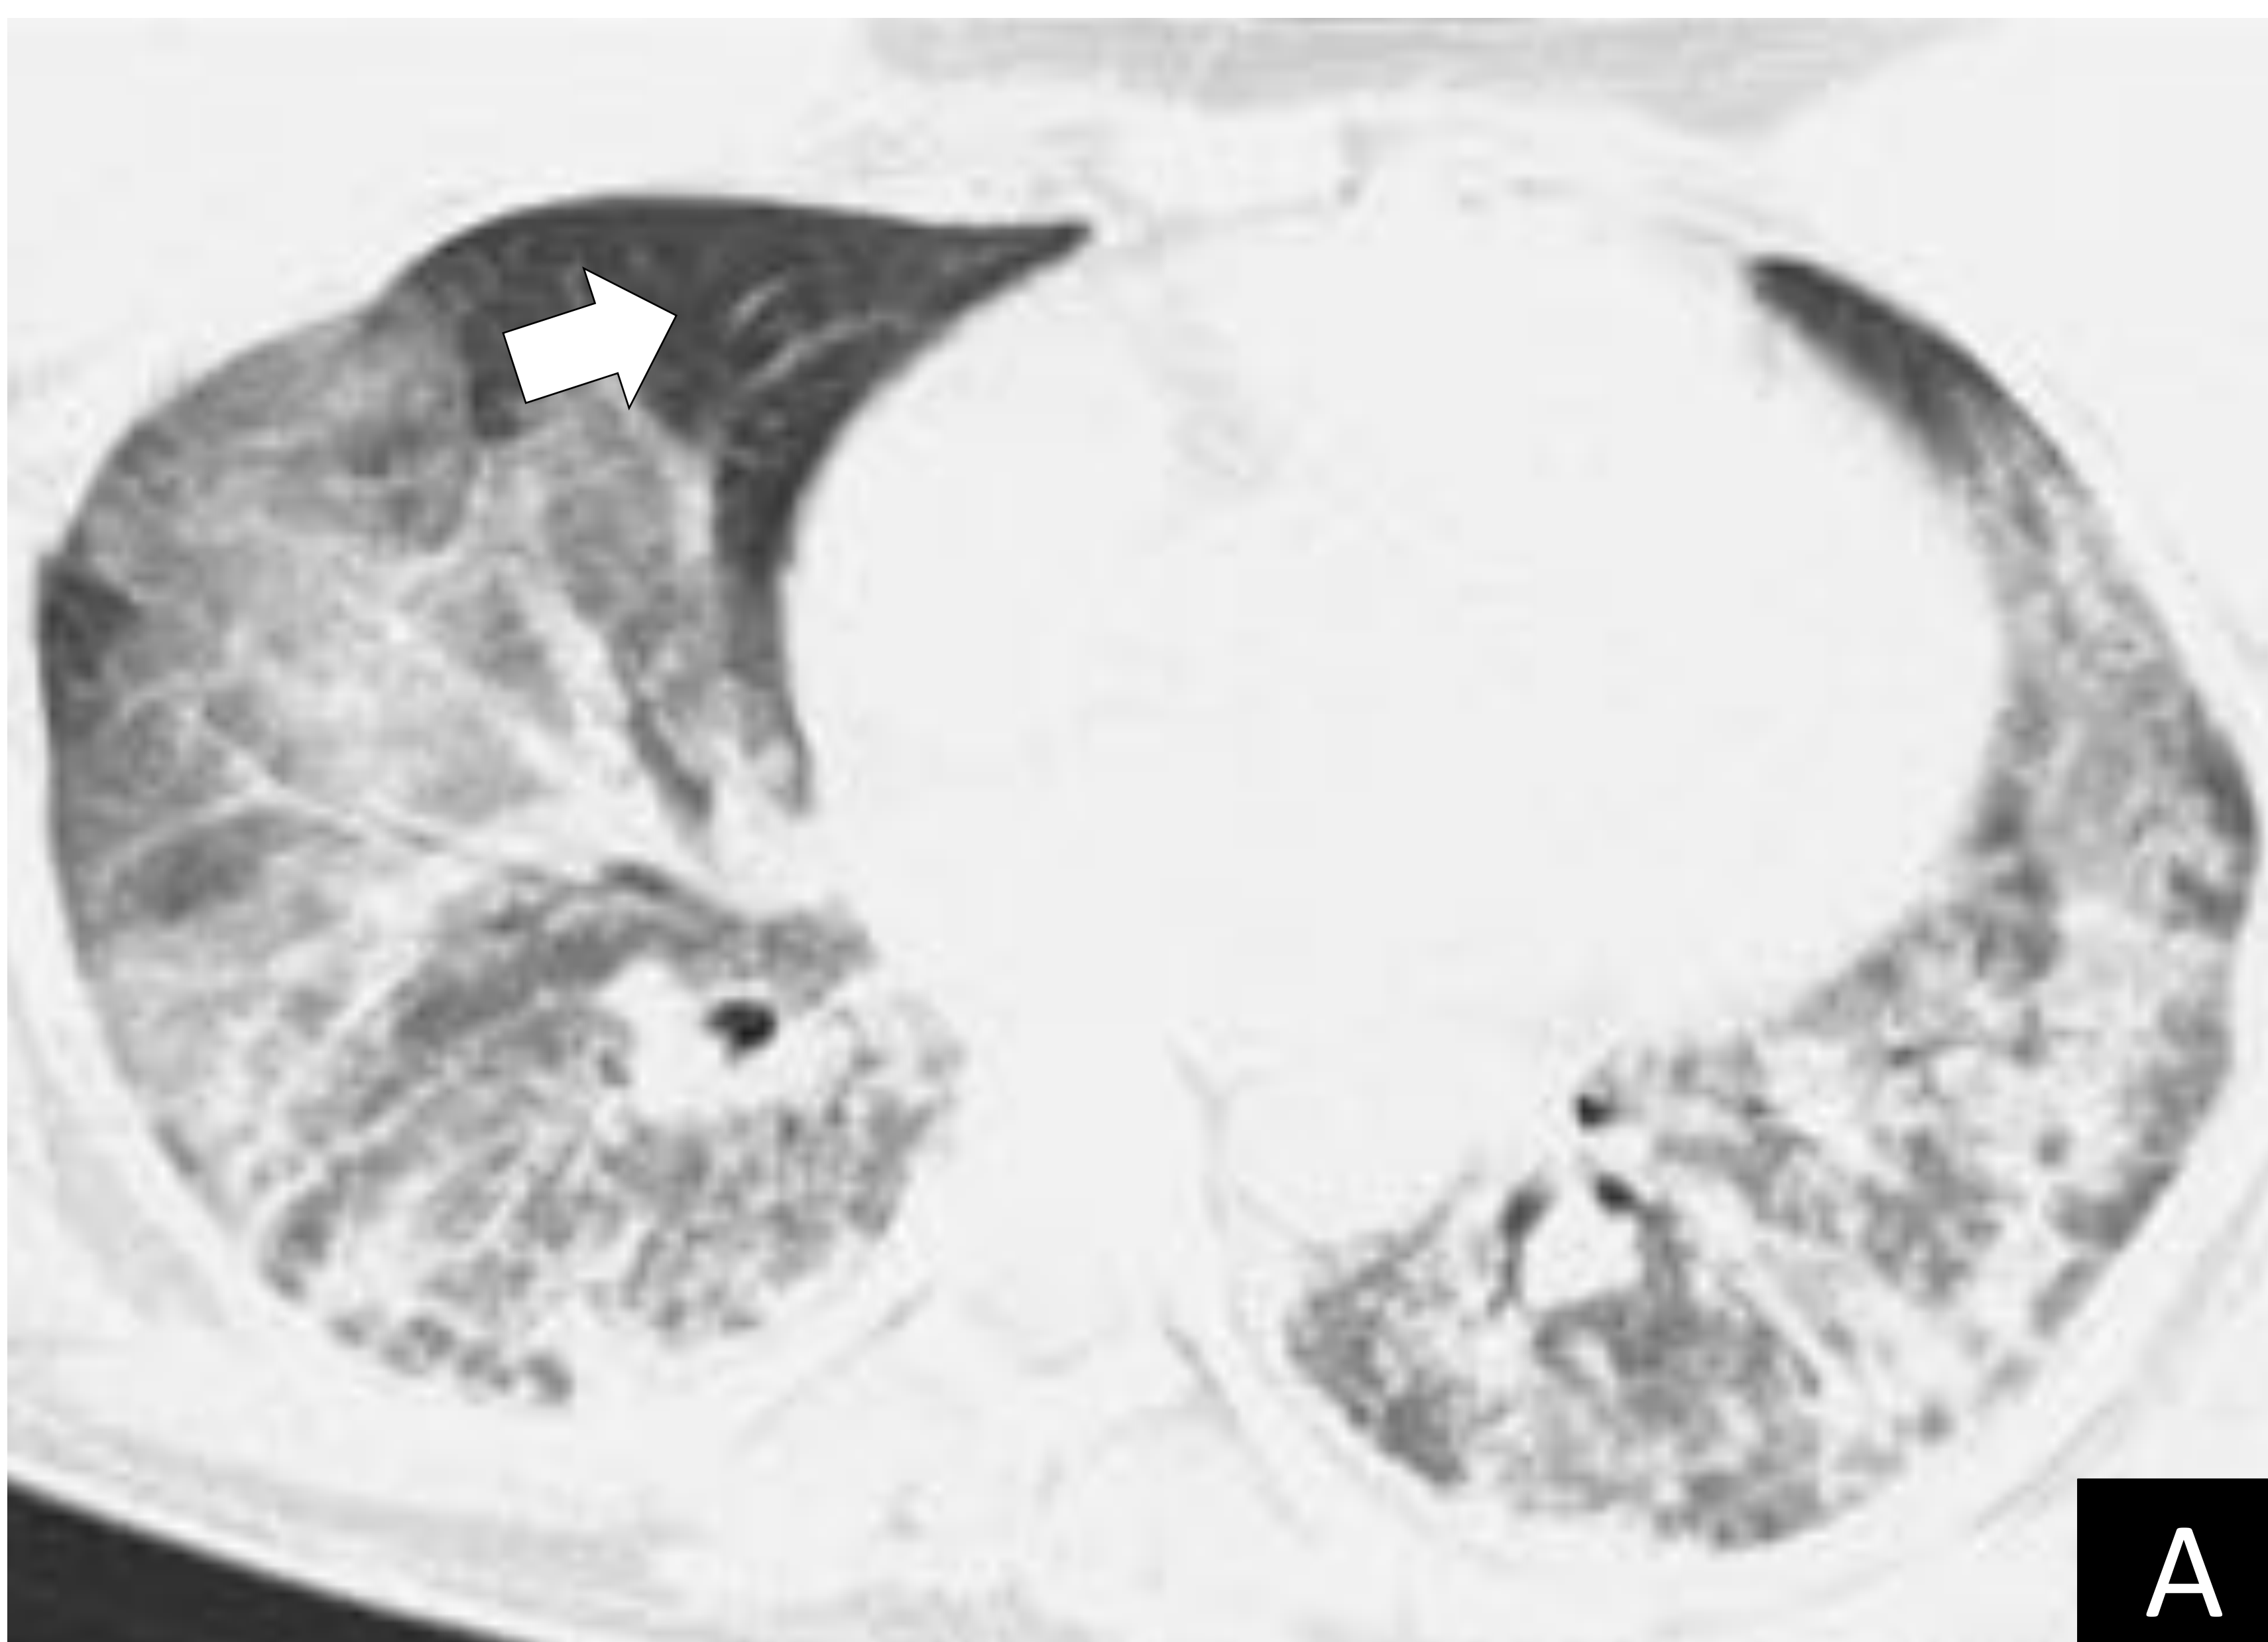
TC de tórax. Cortes axiales. Ventana de parénquima pulmonar con kernel duro (A) y con kernel de partes blandas (B) de dos pacientes con SDRA.
